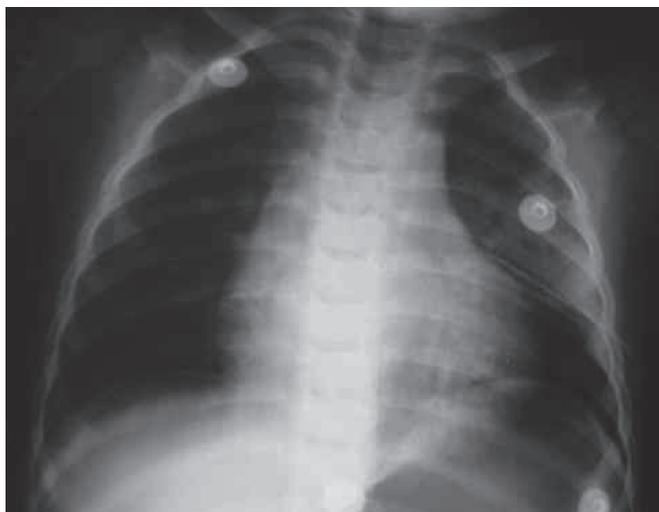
Radiografia após Drenagem Pleural no Quinto Espaço Intercostal Esquerdo. Pulmão direito hiperexpandido; pulmão esquerdo atelectasiado. Não foi possível registrar radiologicamente o pneumotórax hipertensivo, cujo diagnóstico baseou-se unicamente em critérios clínicos.
